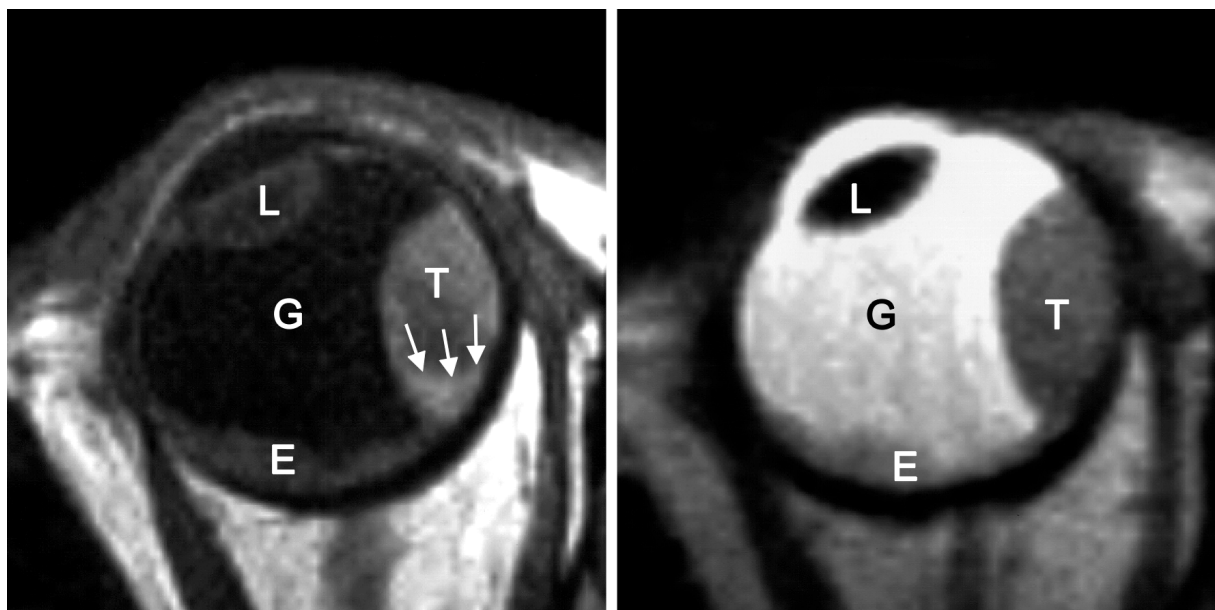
Gemischt pigmentiertes Aderhautmelanom (linkes Auge), links MRT-Schicht T1-gewichtet, rechts MRT-Schicht T2-gewichtet (T=Melanom, G=Glaskörper, E=subretinale Effusion, L=Linse)
